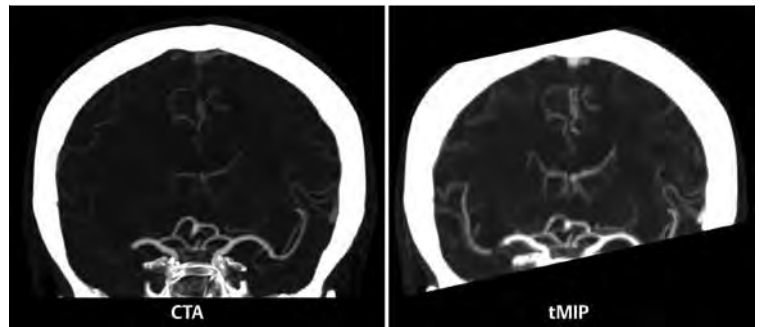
Mediaverschluss in der 4D-tMIP. Links: Die MIP („maximum intensity projection“) aus der konventionellen CTA zeigt den proximalen Verschluss der rechten A. cerebri media. Rechts: In der 4D-tMIP, errechnet aus der Perfusions-CT mit kumulierter Darstellung der antegraden und retrograden arteriellen Kontrastierung, ist auch das Thrombusende gut zu erkennen. Zudem erlaubt eine zeitabhängige Nachberechnung die Darstellung und Richtung der Kollateralperfusion. Zur Verfügung gestellt von: Dr. A. Frölich, Neuroradiologie UKE.
